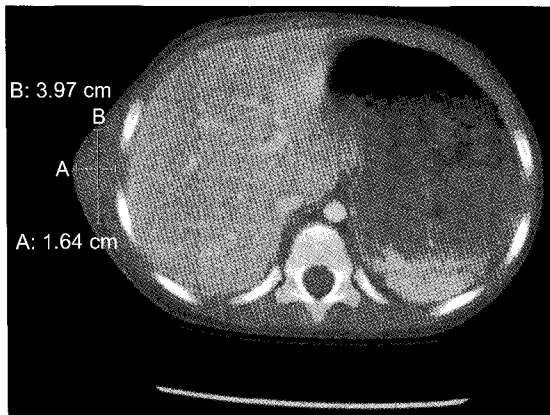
Chest CT finding. The mass is located at the right lateral chest wall. The contents of the mass were homogenous.
